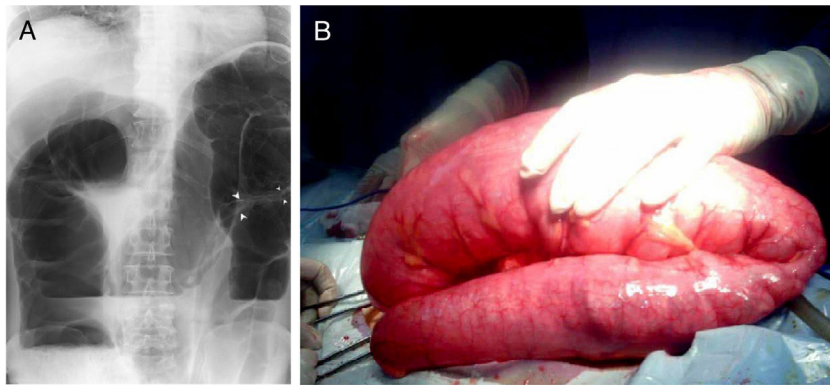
A) Radiografía de abdomen en bipedestación con imagen sugestiva de vólvulo de sigmoide, además de imágenes de doble contorno en la pared en segmento de colon volvulado (flechas), gran distensión de marco colónico y niveles hidroaéreos. B) Vólvulo de colon sigmoide de 360° de segmento aproximado de 90 cm, que se condiciona por lesiones múltiples en la pared de colon sigmoide.
